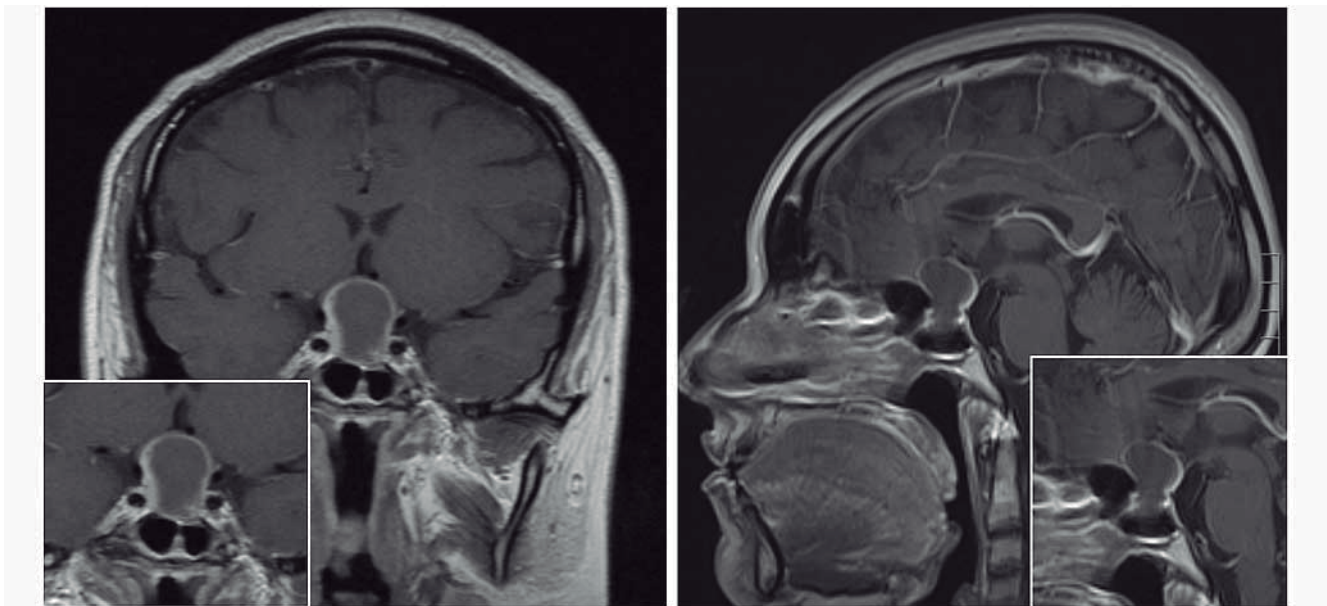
Resonancia magnética nuclear T1 a tres meses de la cirugía. En los cortes coronal y sagital, se observa recurrencia de la lesión quística, con extensión paraselar, de 2.5 x 2.09 x 1.93 mm; además, cambios postquirúrgicos y engrosamiento de la pared lateral derecha con reforzamiento periférico de la lesión al aplicar el medio de contraste
